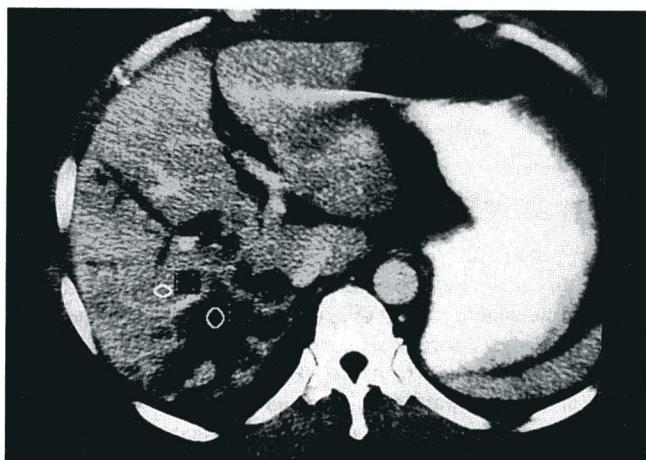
Abdominal CT scan shows marked dilatation of right intrahepatic duct. Notice subtle mass effect in distal portion of dilated intrahepatic duct.
